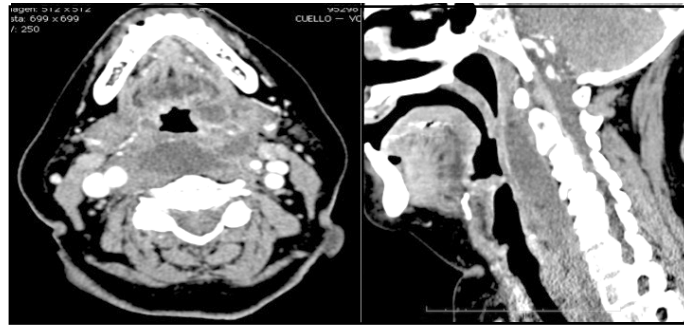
Tomografía computarizada de cuello, corte axial y sagital. Se distingue extenso absceso retrofaringeo, absceso parafaringeo izquierdo y periamigdalino del mismo lado, con extensión inferior que se insinúa a mediastino posterior.
